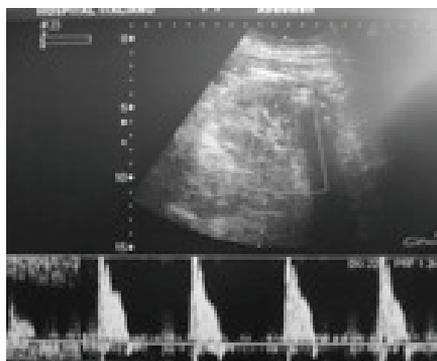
Ecodoppler con adecuado flujo vascular intraparenquimatoso.
